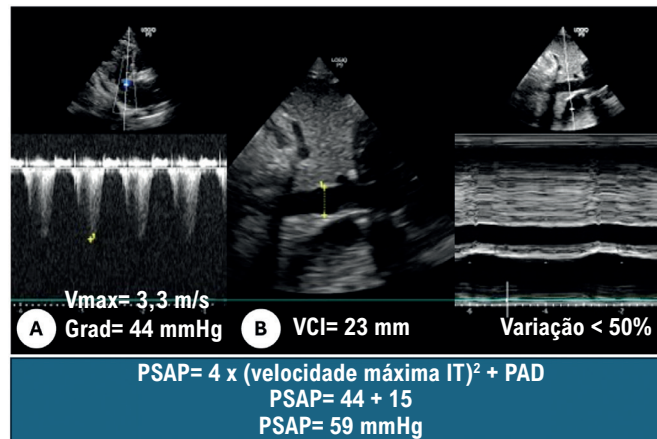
Estimativa da PSAP que nesse paciente foi aferida em 59 mmHg. A) Insuficiência Tricúspide (IT) ao Doppler contínuo. B) Estimativa da PAD avaliando o diâmetro da VCI e colapsabilidade com ciclo respiratório no modo M.
